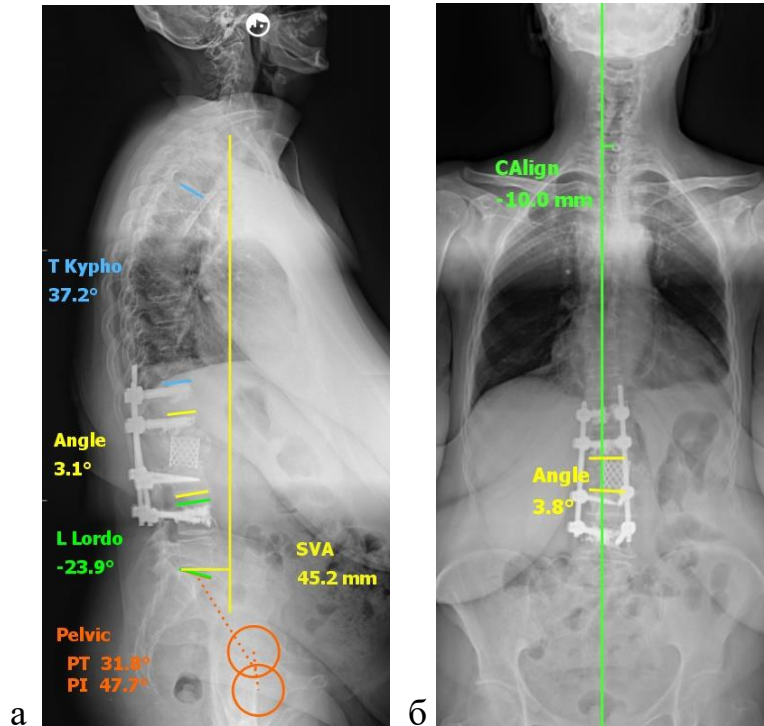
Телерентгенограммы пациентки Г., 56 лет после операции:
